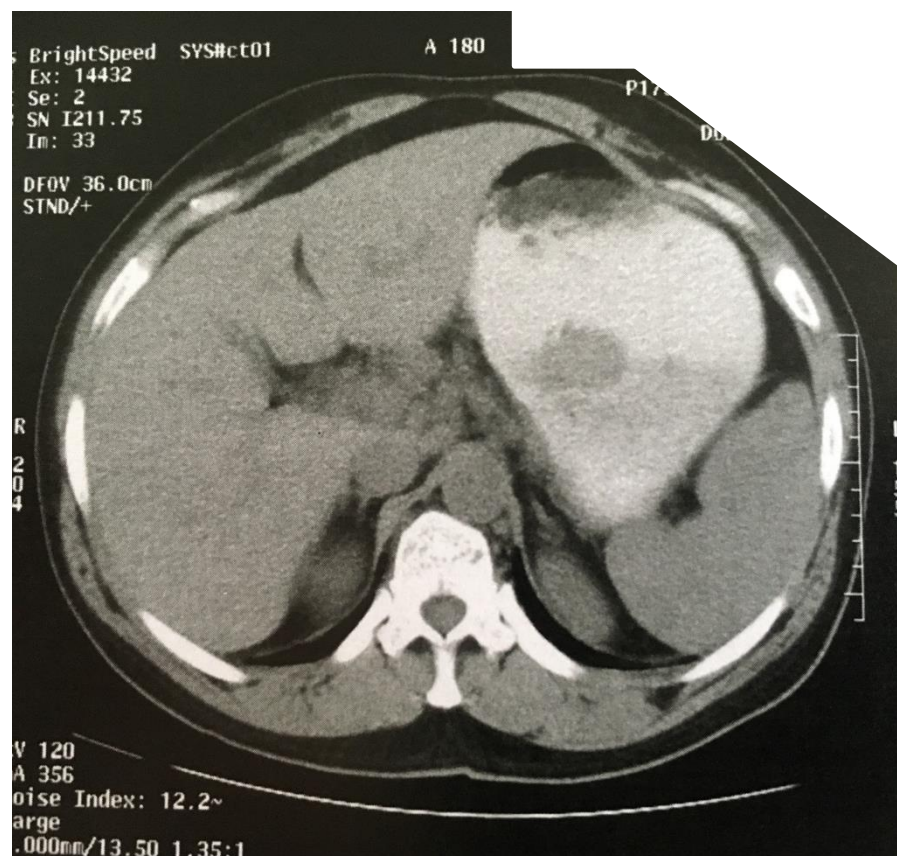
Recorte de TC tóraco-abdómino-pélvica em que se destaca um baço já sem alterações visíveis do seu parênquima
